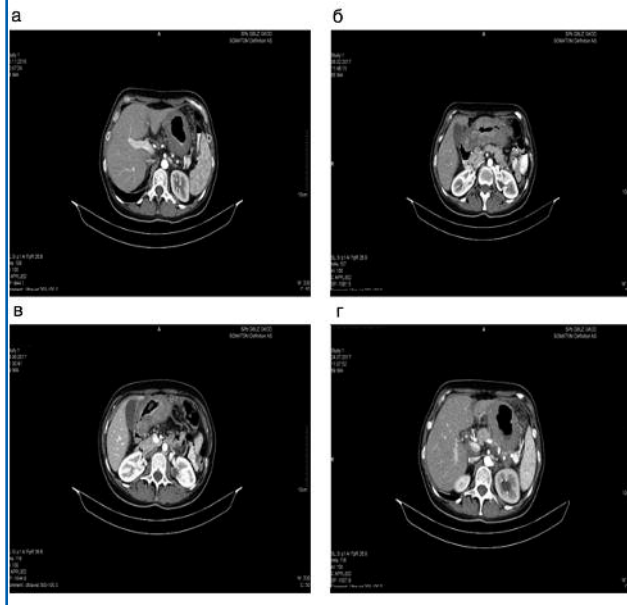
КТ. Опухолевое образование в желудке и частичная регрессия очагов в печени, а также уменьшение абдоминальной и ретроабдоминальной лимфаденопатии (клинический случай №3). Опухолевое образование в желудке с утолщением стенки до 19 мм. Наблюдается частичный ответ в виде уменьшения числа и размера печеночных метастазов: а–в – сентябрь 2016 г.; г–е – декабрь 2016 г.; ж–и – сентябрь 2017 г.
